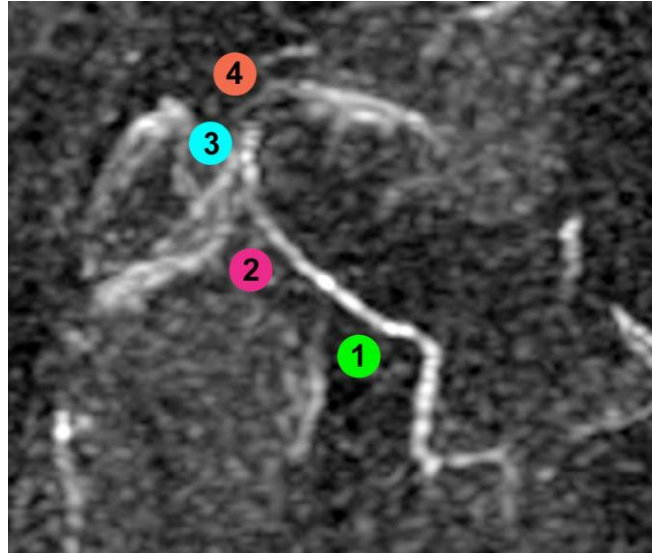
Imagem da angioressonância magnética (angioRM) no plano coronal para avaliação da artéria circunflexa femoral medial (ACFM) e trechos a serem examinados para visibilidade
